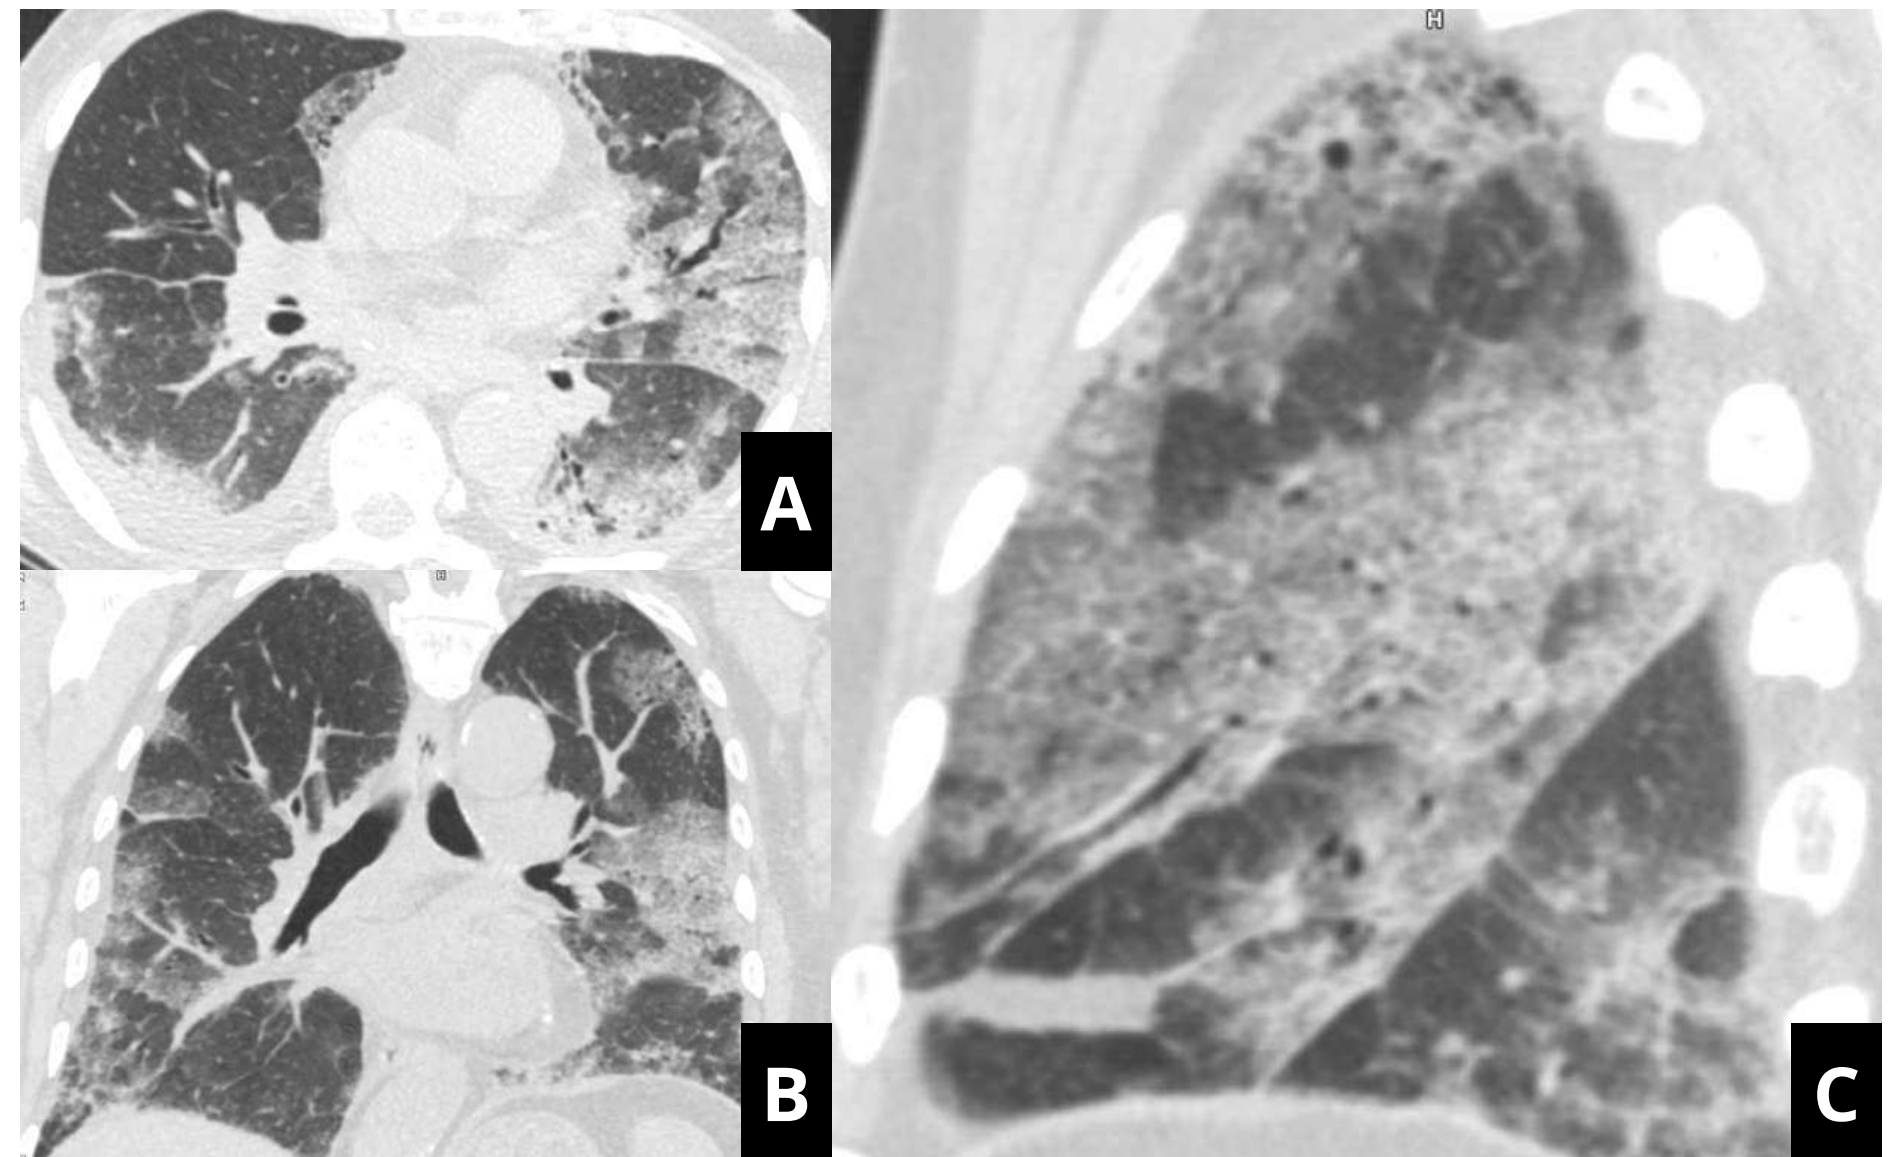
Paciente con LNH en recaída y bronconeumonía sin respuesta al tratamiento antibiótico. Se muestran las imágenes axial, coronal y sagital de la TC realizada en este paciente, que demuestra áreas en vidrio deslustrado parcheadas en ambos pulmones y engrosamiento intersticial, conformando un patrón en “crazy paving”. Infección por citomegalovirus.
